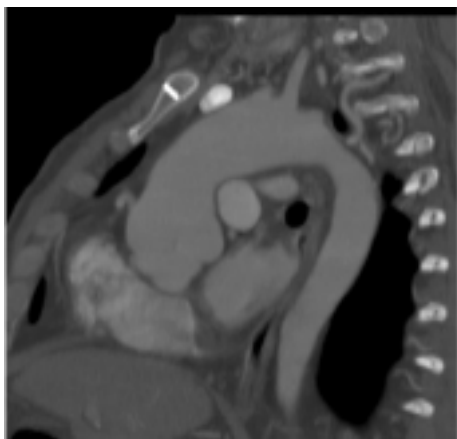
Tomografia computerizzata preoperatoria in cui si evidenzia la dilatazione del bulbo e dell'aorta ascendente con compressione a livello biatriale.
